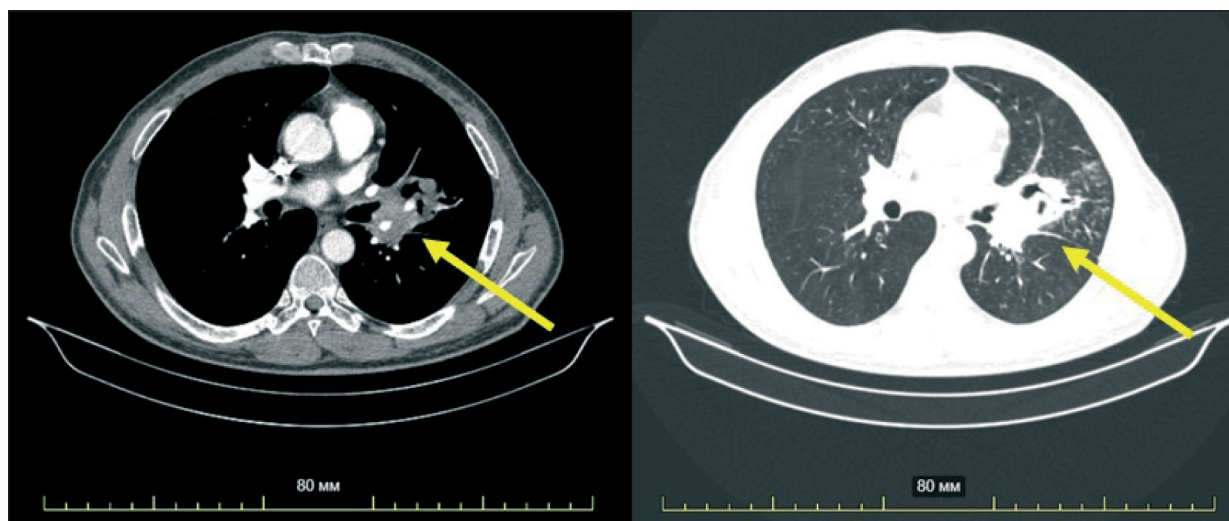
СКТ. Опухоль (показана стрелкой) расположена в развилке верхне- и нижнедолевого бронхов слева, распространяется на нижнедолевой бронх, вероятно, на главный, обтурирует язычковые бронхи, инфильтрирует нижнюю легочную вену, левую ветвь легочной артерии
